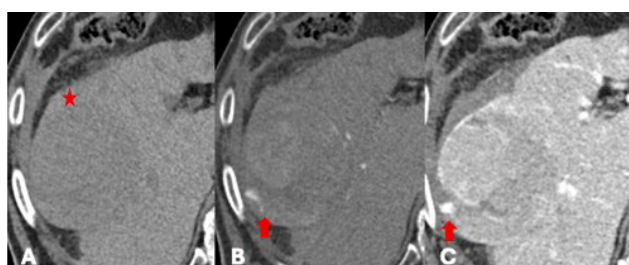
Tomografia Computorizada antes (A) e após a administração de contraste iodado endovenoso em fases de opacificação arterial (B) e venosa portal (C).
